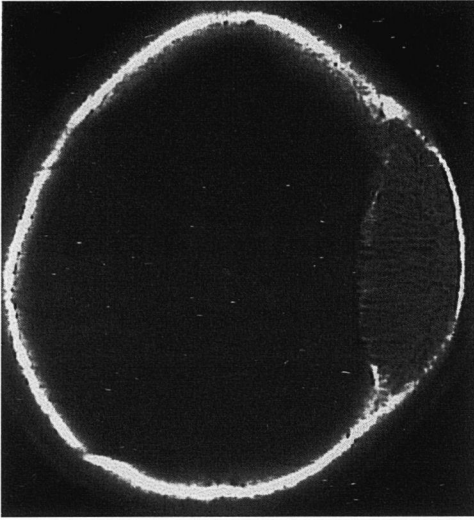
Hemangioma parietal izdo. Imagen axial de TC con ventana ósea. Lesión mixta con trabeculación paralela en su interior localizada en el hueso parietal derecho.
